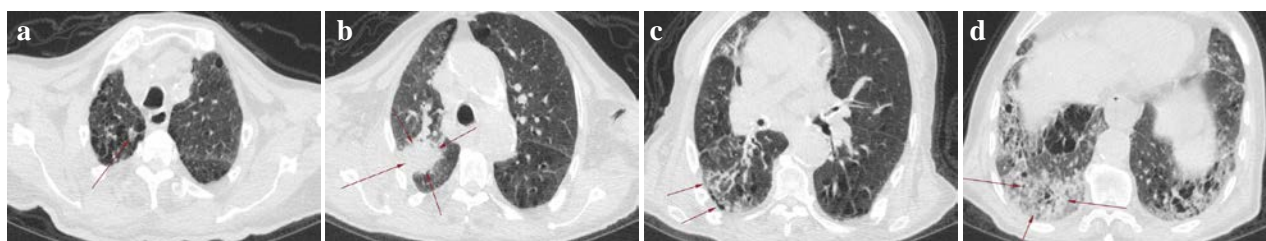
(a) Axial CT scan images of the patient showed bilateral ground-glass opacities and consolidations: nodular opacity, (b) peripheral mass in right superior lobe, (c) reticular pattern with air bubble sign and (d) air bronchogram, reticular pattern superimposed on the background of ground-glass opacities and consolidations like crazy paving stones sign.
